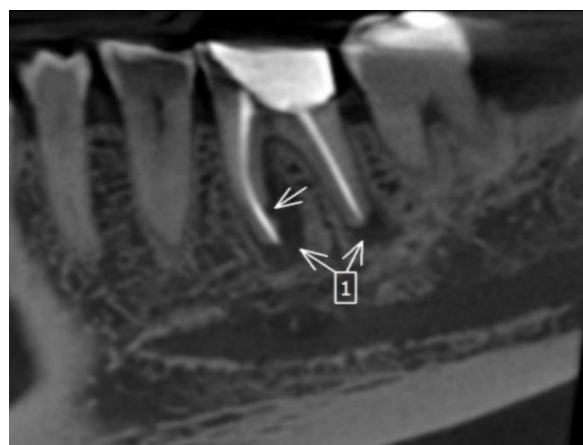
Imagem de Tomografia computadorizada de feixe Fonte: Os próprios autores.
